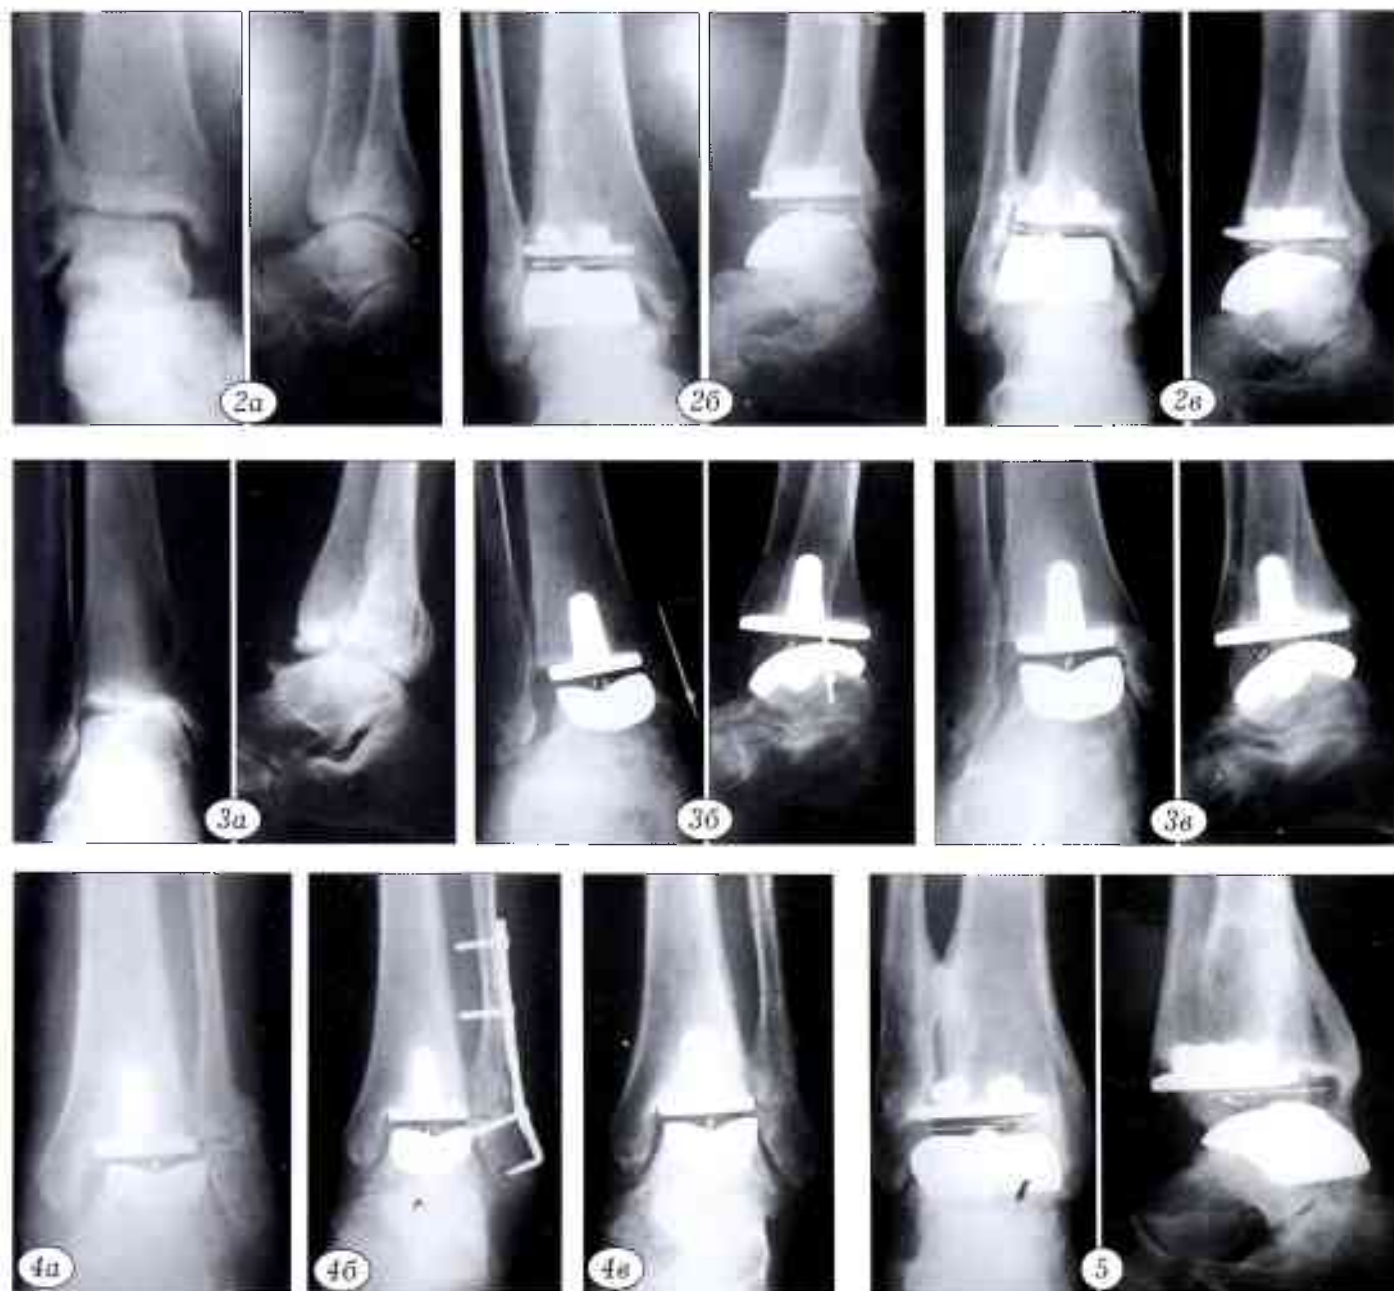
Рентгенограммы голеностопного сустава: а — до операции; б — после имплантации протеза «Link S.T.A.R.»; в — через 7 лет после операции. Оценка по шкале Kitaoka до операции 32 балла, в отдаленном периоде — 95 баллов.
